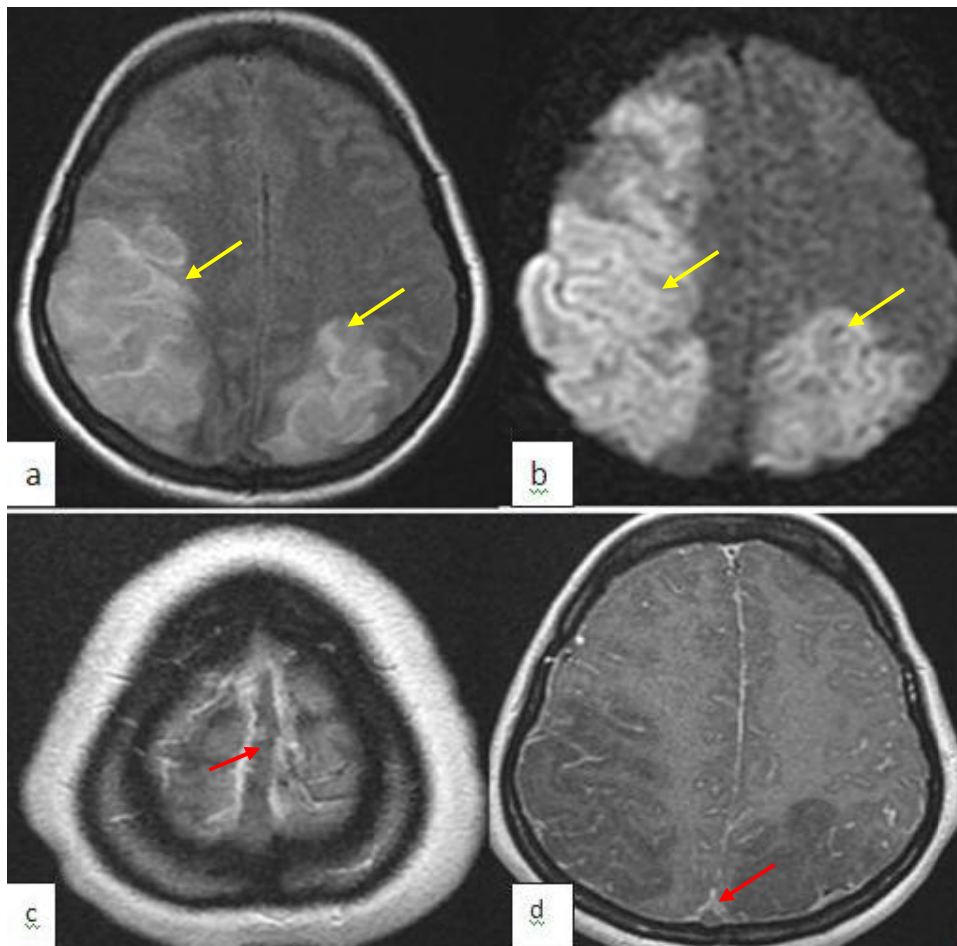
IRM cérébrale montrant la présence de deux plages parenchymateuses cérébrale fronto-pariétales bilatérales →, cortico-sous corticale décrites en hyposignal T1 hypersignal T2 et FLAIR (a) restrictive en diffusion (b). L'analyse des sinus dure-mériens objective une thrombose étendue du sinus longitudinal supérieur → (c) avec signe de delta → (d).
